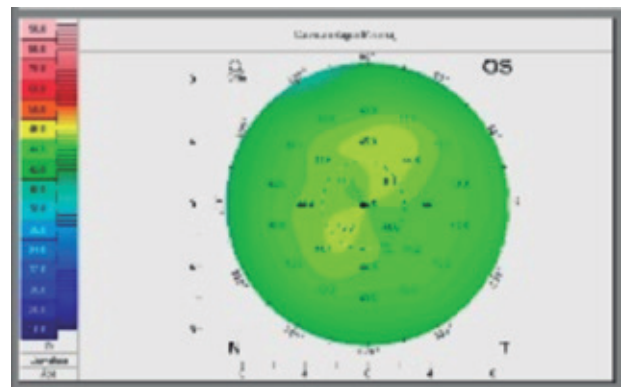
Tomografia de córnea de OE mostrando melhora significativa do astigmatismo irregular.
